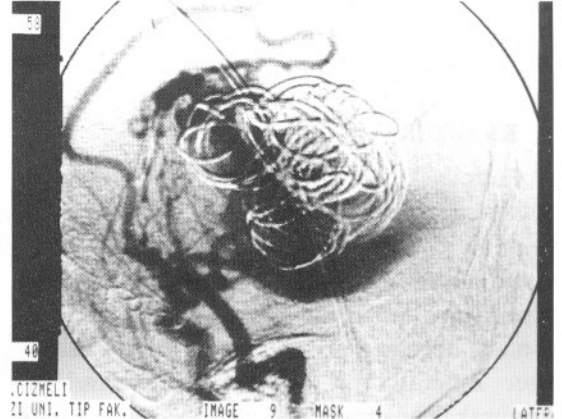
d) Üç ay sonra yapılan kontrol anjiografisinde embolize edilen besleyici arterin rekanalize olduğu izlenmektedir.
